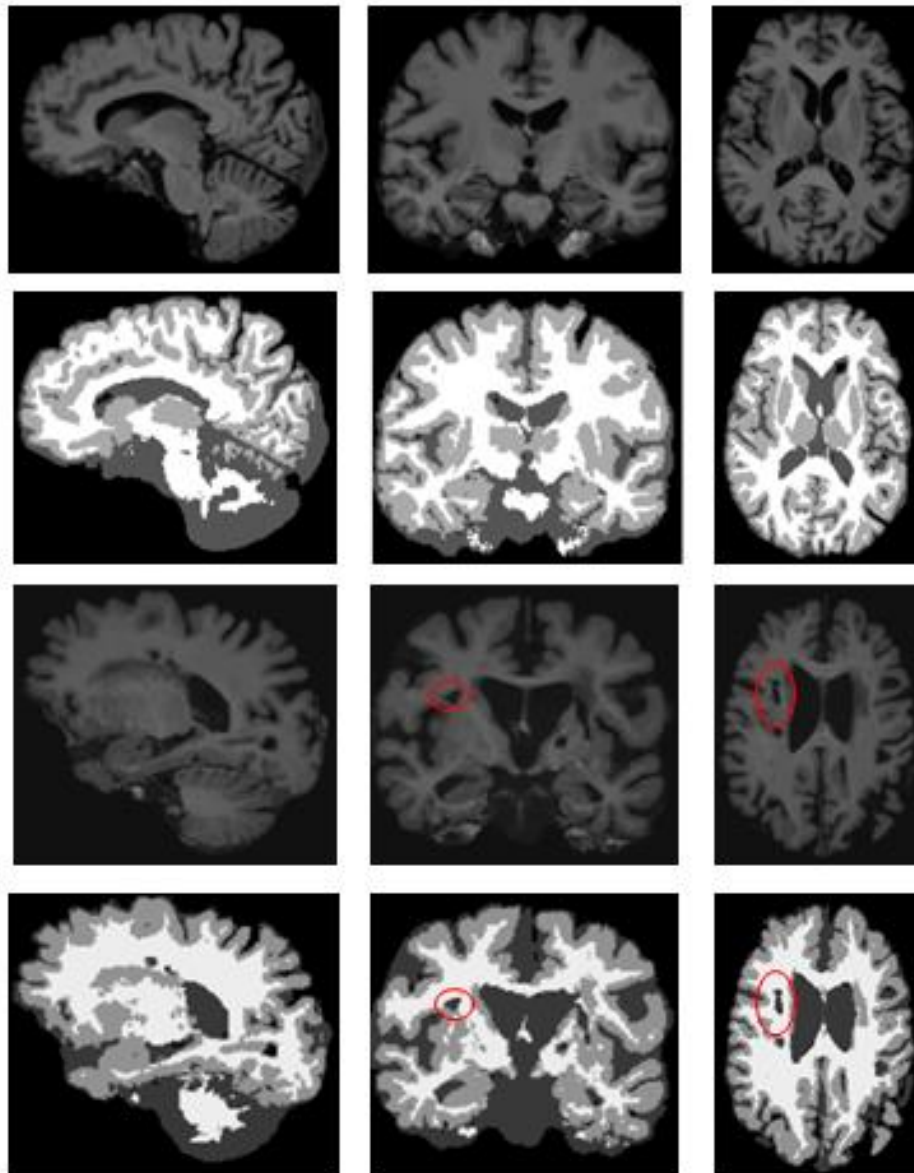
Segmentação de tecidos em sequências MPRAGE. Na primeira e terceira linha observam-se as RM de dois sujeitos, enquanto na segunda e quarta linha se encontram as segmentações obtidas, respectivamente. Nas colunas, da esquerda para a direita são os *slices* sagital, coronal e axial. Nos círculos a vermelho marcam-se lesões.
